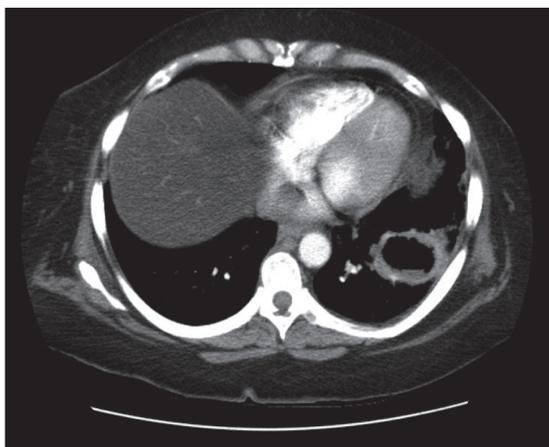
TC: Lesión cavitada de 53 x 48 x 38 mm, de paredes gruesas (hasta 15 mm de espesor) en segmentos basales del lóbulo inferior izquierdo, que muestran una comunicación con una formación heterogénea subdiafragmática, mal definida, con áreas hipodensas, alguna burbuja aérea y elementos radiodensos lineales e irregulares que sugieren fístula transdiafragmática hacia la sutura gástrica.
